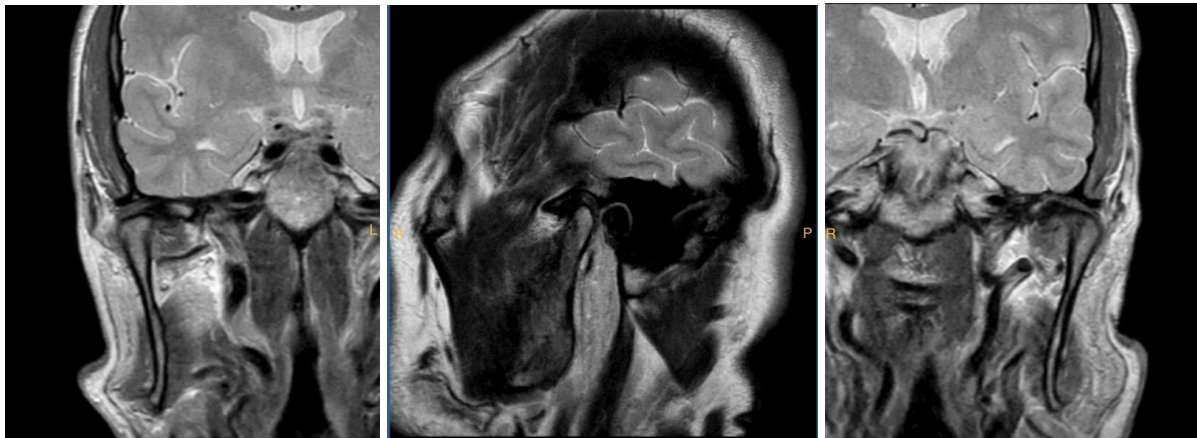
Resonancia magnética de ATM. Link para su visualización:
